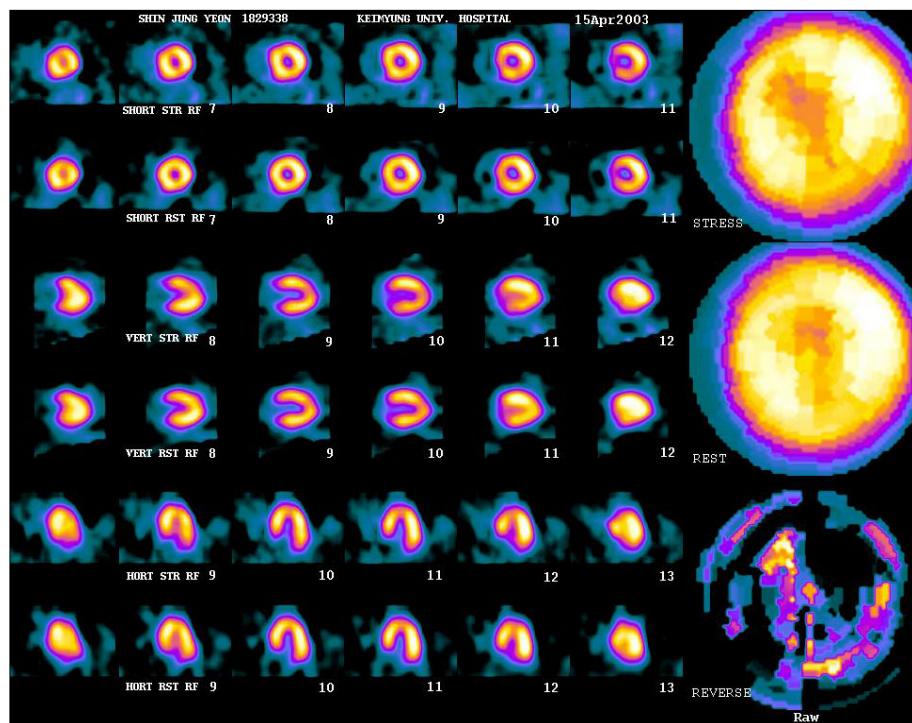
Gated myocardial SPECT- 99m Tc-sestamibi showed mild decreased perfusion defect in inferolateral wall at stress image. SPECT : single photon emission computed tomography.
